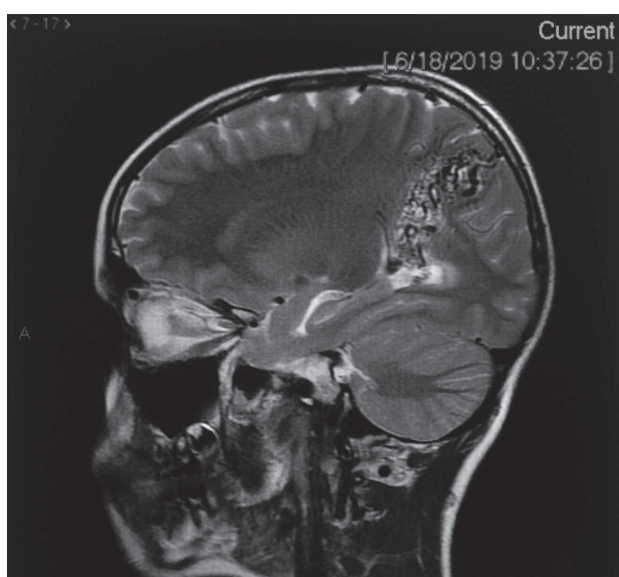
RMN, coronal image – MAV sub-cortical and deep up to the level of the lateral ventricle roof
